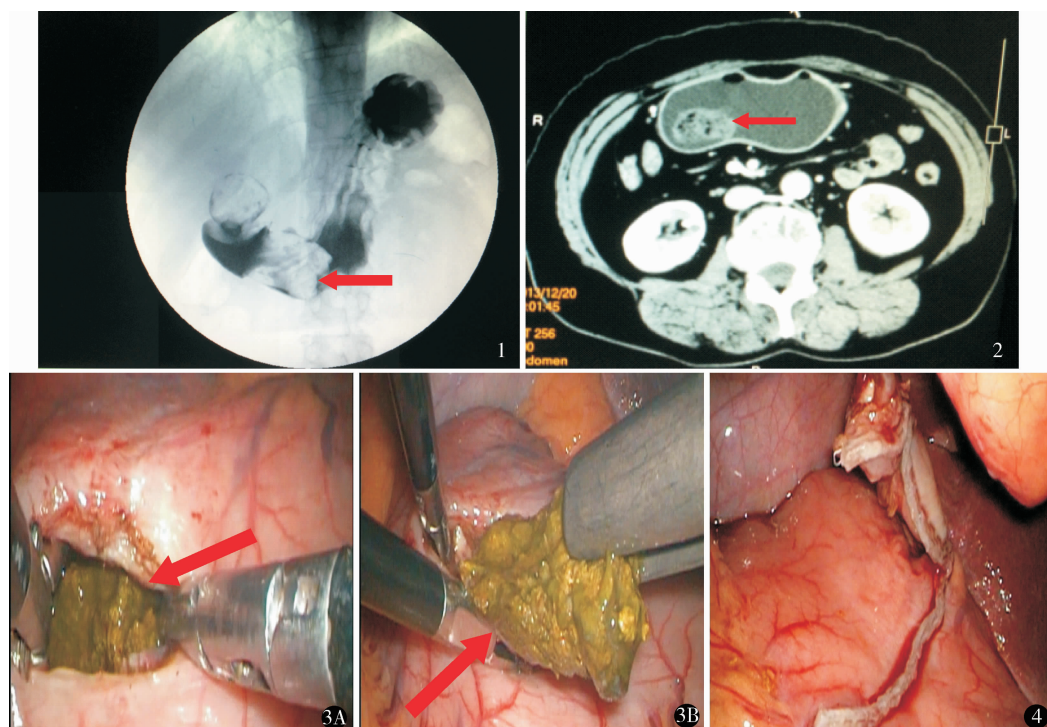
上消化道造影检查示幽门梗阻(↑为结石) 图 2 胃 CT 检查示胃结石致幽门梗阻(↑为结石)
